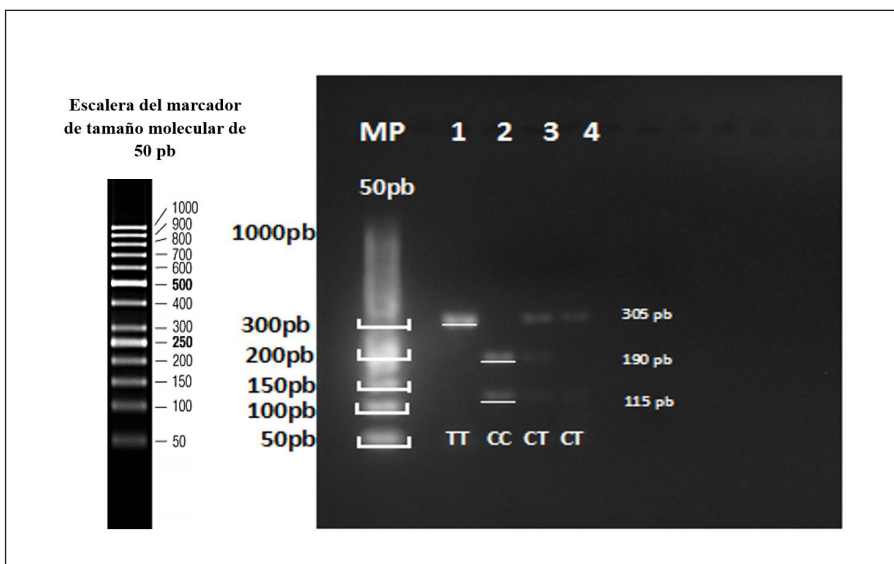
Patrón electroforético de productos de digestión por PCR-RFLP del gen *IL-1B* en gel de agarosa al 3%. MP: Marcador de tamaño molecular de 50 pb (Fermentas, Life Technologies, Inc, Carlsbad, US). Carril 1: banda de 305 pb genotipo homocigoto TT. Carril 2: bandas de 190 y 115 pb genotipo homocigoto CC y carril 3 y 4: bandas de 305, 190 y 115 pb genotipo heterocigoto CT.
